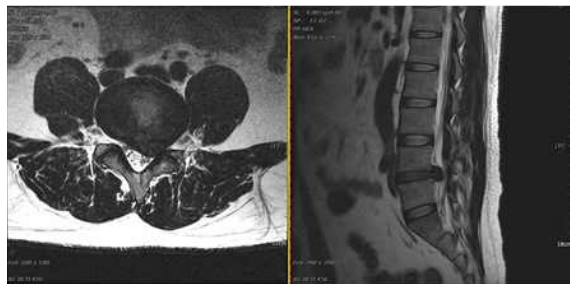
L-Spine MRI (19.07.13) (axial view, sagittal view). 기침으로 악화되기 전 MRI 영상.
